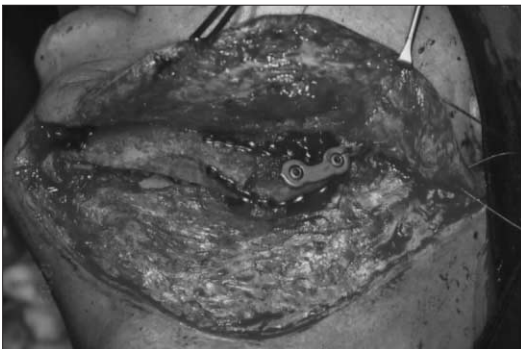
Clinical photo shows the reconstruction of mandible defect using iliac block bone and postoperative panoramic view and axial CT view shows the continuity of mandible.
